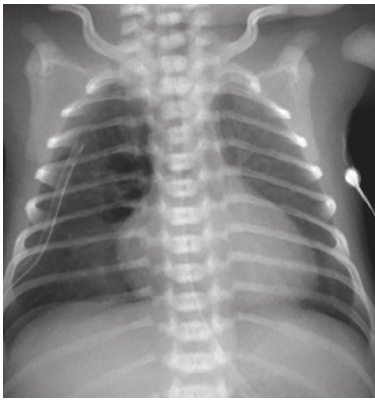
Рентгенологический снимок на 10 сутки жизни. Заключение рентгенолога: свободный газ в правой плевральной полости; дренаж в правой плевральной полости
